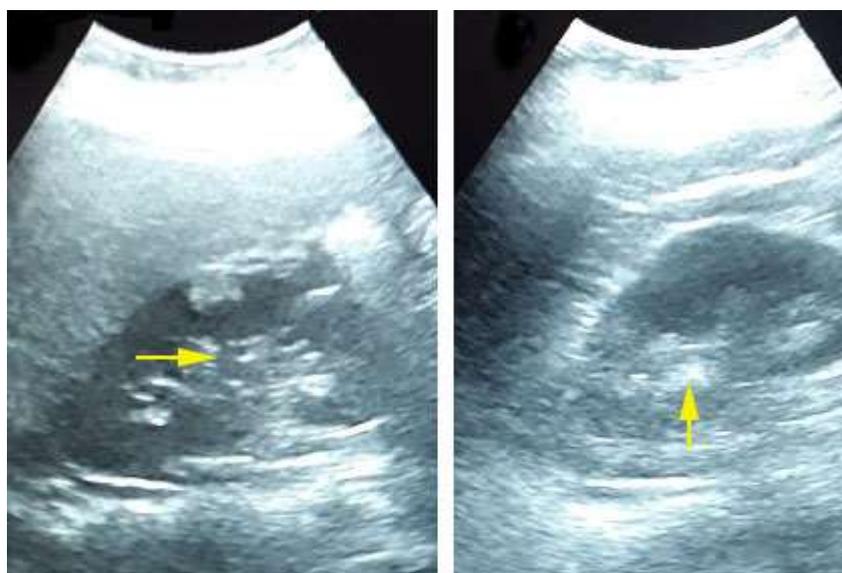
Ultrasonido renal realizado al inicio del cuadro. Ambos riñones con imágenes ecorefringentes en proyección de las cavidades renales.
